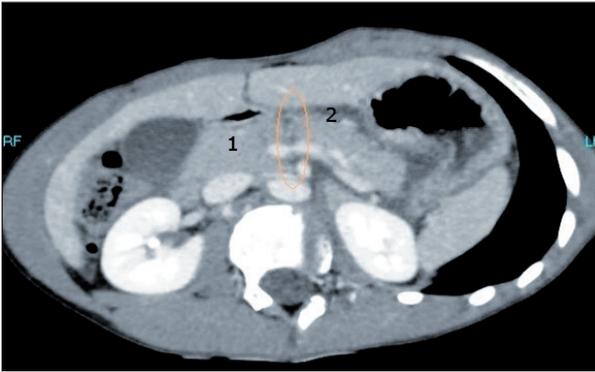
Reconstitution en coupe axiale oblique du CT-scanner abdominal du patient à l'admission. Pancréas (1) : on note la fracture à la jonction de l'isthme et du corps (zone entourée en orange). On peut également voir un petit épanchement péripancréatique (zone hypodense 2).
